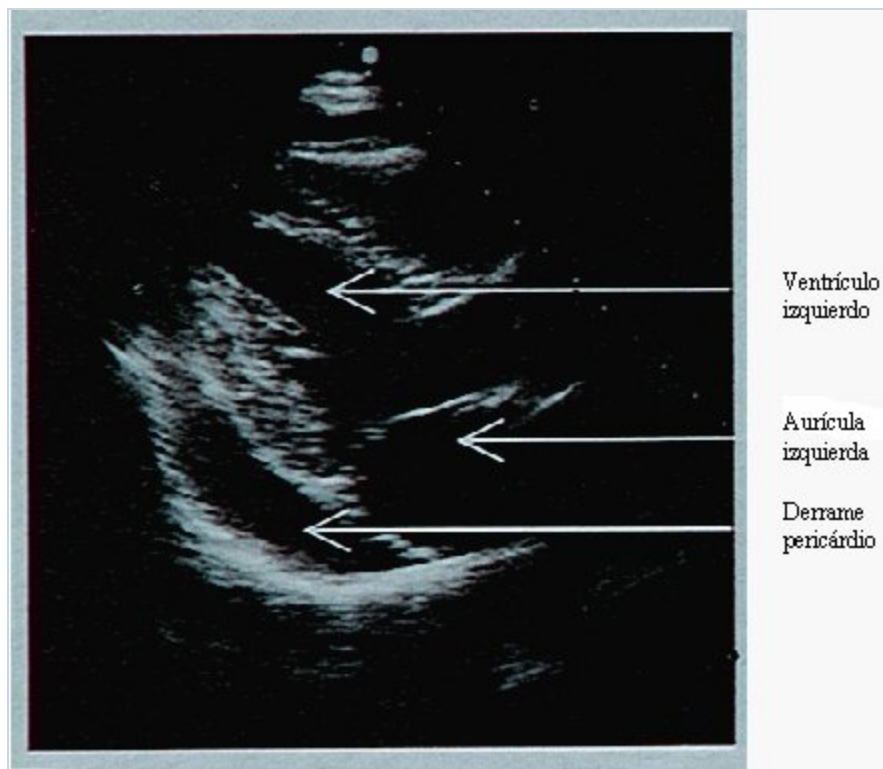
Derrame pericárdico: ecocardiograma En el ecocardiograma bidimensional el derrame pericárdico se muestra como un espacio libre de ecos fuera de las cavidades del corazón. Dos sitios característicos son a un lado del ventrículo izquierdo en la proyección apical de cuatro cavidades (a) y en la cara posterior del ventrículo izquierdo en la proyección paraesternal, sobre el eje mayor (b).
